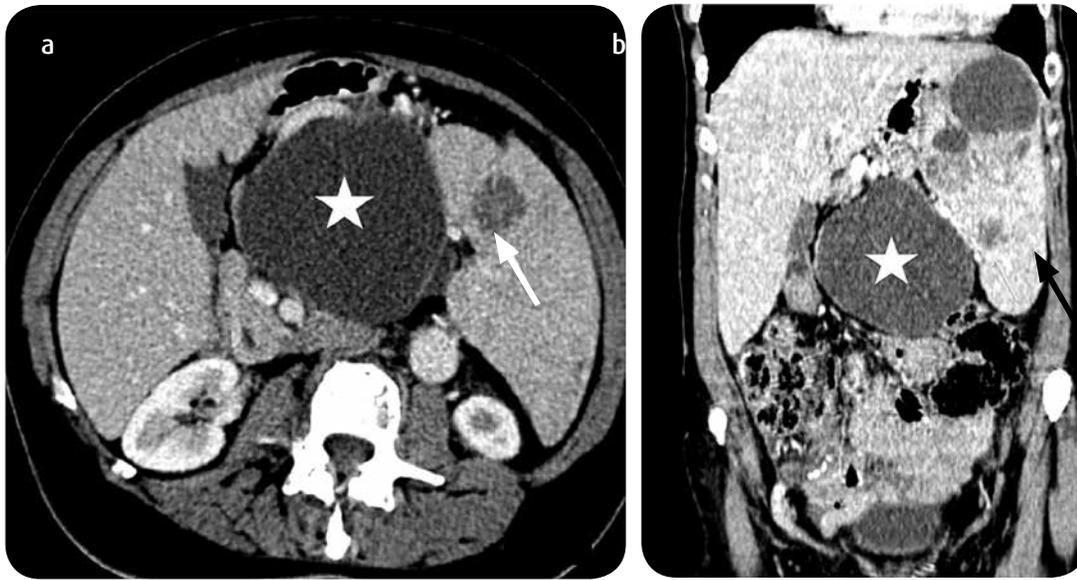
TC de abdomen en fase portal en plano axial: a) Se observa lesión quística (asterisco) de gran tamaño en la línea media con realce de sus paredes desplazando la cabeza del páncreas, los vasos mesentéricos y asas intestinales. También, se observa lesión nodular sólida de baja densidad en el bazo (flechas). b) Reconstrucción coronal: Se aprecia esplenomegalia, lesiones quísticas y sólidas en el bazo y lesión quística de gran tamaño intraabdominal, central. No es claro su origen en el bazo o en el páncreas.
